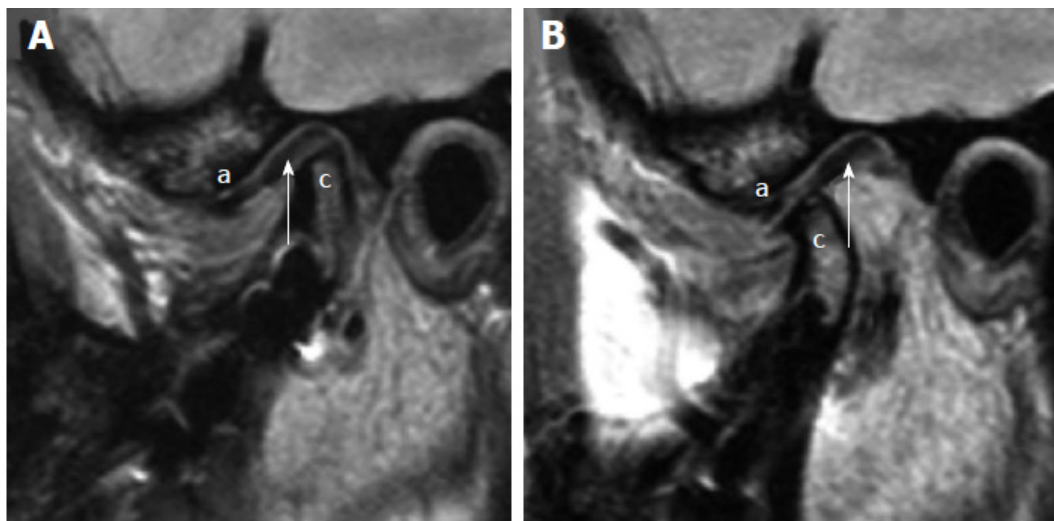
Фіксований диск. А: Сагітальне МРТ у режимі протонної щільності в положенні із закритим ротом демонструє на перший погляд нормальне положення диска (стрілка) відносно виросткового відростка нижньої щелепи (позначено літерою с). Суглобовий горбик позначено літерою а. В: Сагітальне МРТ у режимі протонної щільності в положенні з відкритим ротом демонструє відсутність переднього зміщення диска (стрілка) разом із виростком (літера с), тобто диск «прилип» до гленоїдної ямки. Суглобовий горбик позначено літерою а
